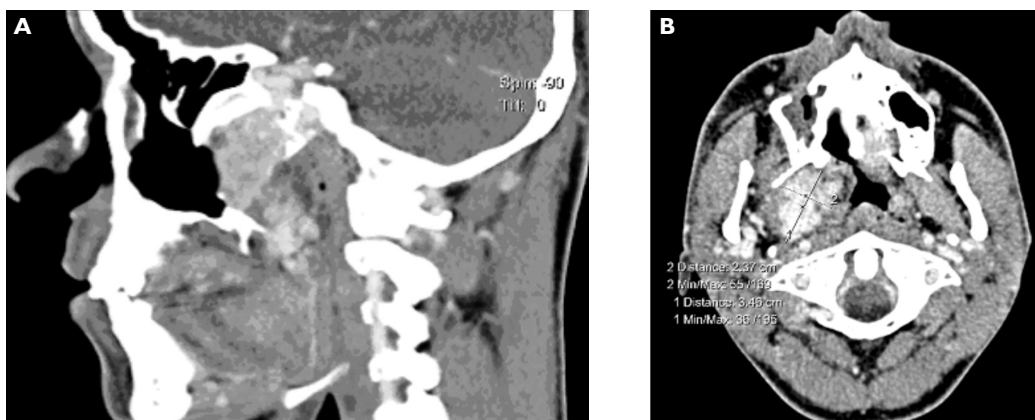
Figure 1AB. Computed tomography (28th September 2008). Tumour measuring $7.3 \times 3.2 \times 4.5$ cm filling the pterygopalatine fossa, right ethmoid, and sphenoid sinus. Intracranial penetration with filling of the entire right cavernous sinus.
